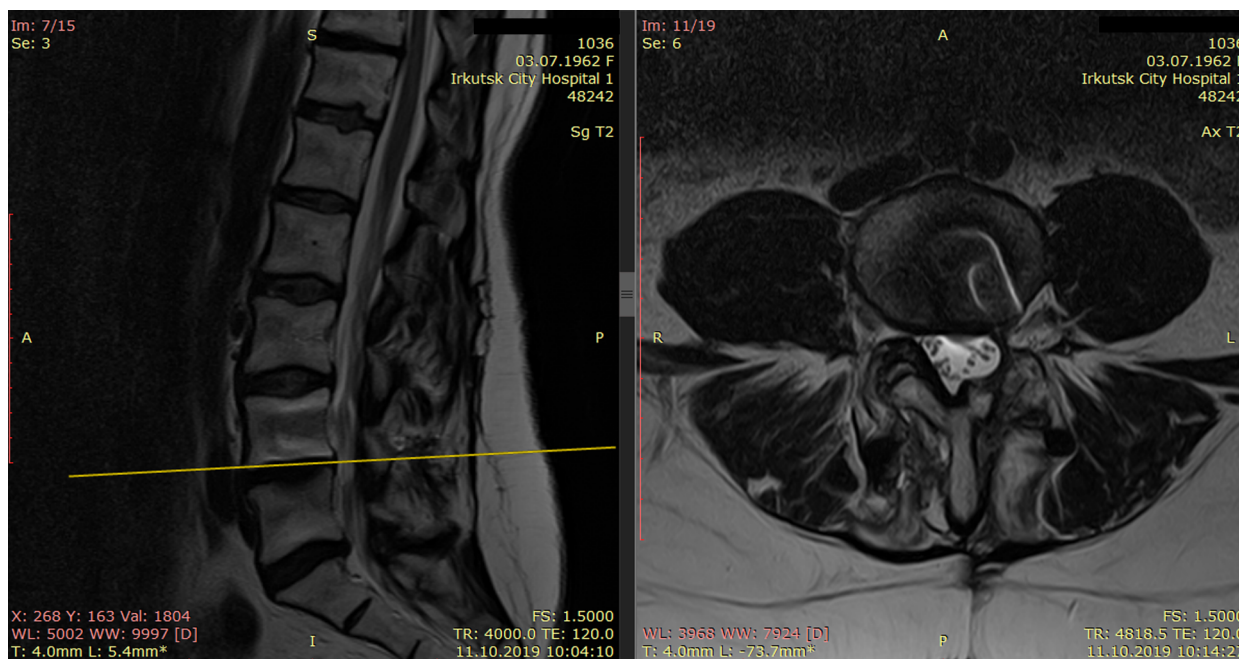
МРТ пациентки с демонстрацией гемиламинэктомии с фасетэктомией слева на уровне позвоночно-двигательного сегмента L_4-L_5 и стабилизацией его системой ТПФ и межтеловым кейджем.
